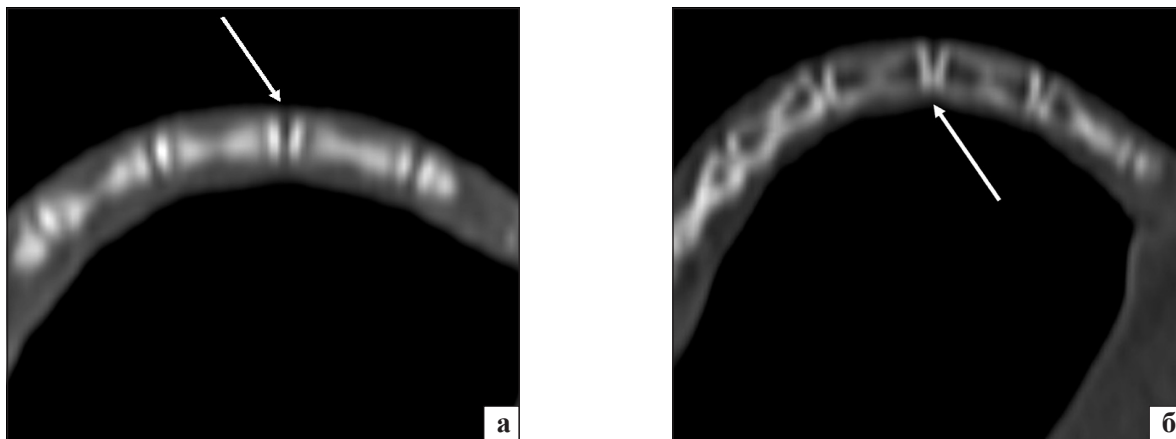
КТ-зображення хвостового відділу хребта щурів групи М, отримані: а) безпосередньо після формування лордозу (поверхні апофізів суміжних хребців паралельні); б) на 60-у добу формування лордозу (нерівномірність висоти міжхребцевих проміжків, остеопороз хребців), стрілками вказані МХД Сс_{VI-VII}
